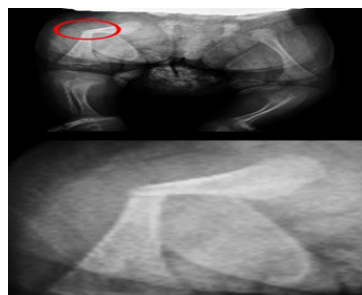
Рентгенограмма нижних конечностей
